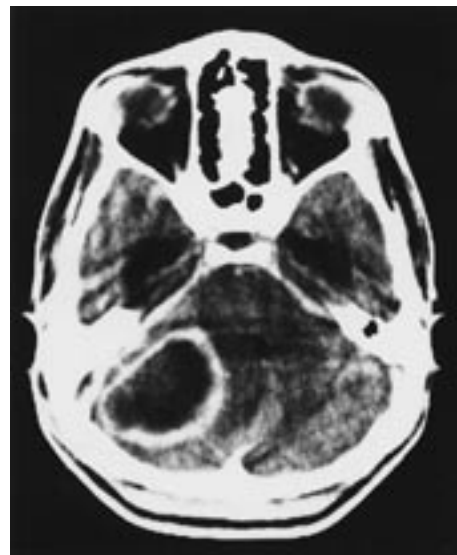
Tomografia computadorizada craniana com contraste, revelando lesão hipodensa, circunscrita por um anel hiperdenso, localizado na fossa posterior, compatível com abscesso intracraniano.
